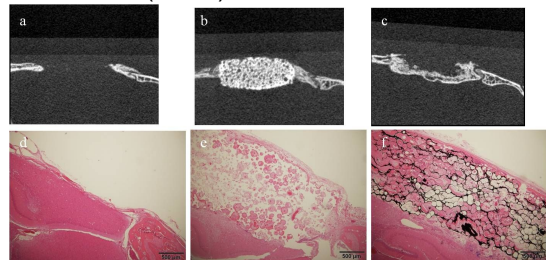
(a,d)無移植, (b,e) HAp, (c,f) CNTp 移植群の骨形成(上:µCT, 下:組織標本)
